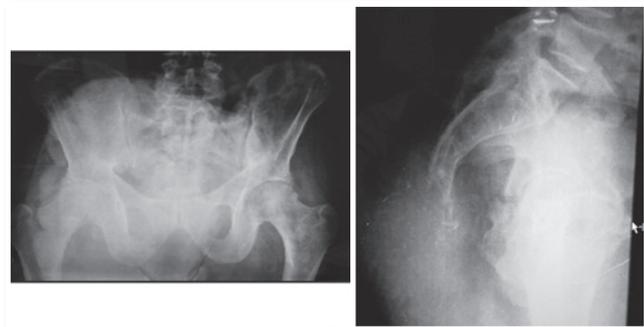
Radiografia Ap e P de sacro. Nota-se a lesão lítica ao nível de S3 (perfil)
